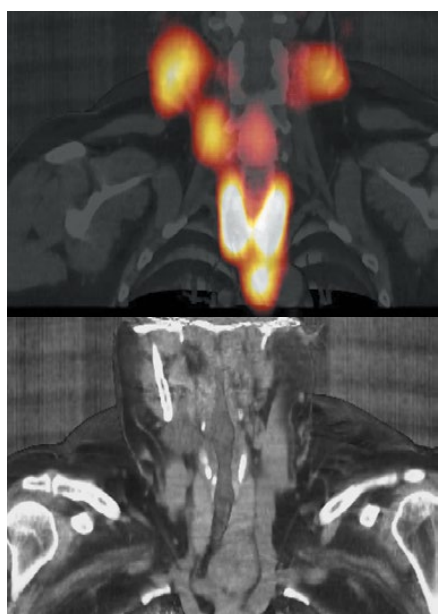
Однофотонная эмиссионная компьютерная томография шеи, совмещённая с рентгеновской компьютерной томографией. Объёмное образование шеи слева с загрудинным компонентом
